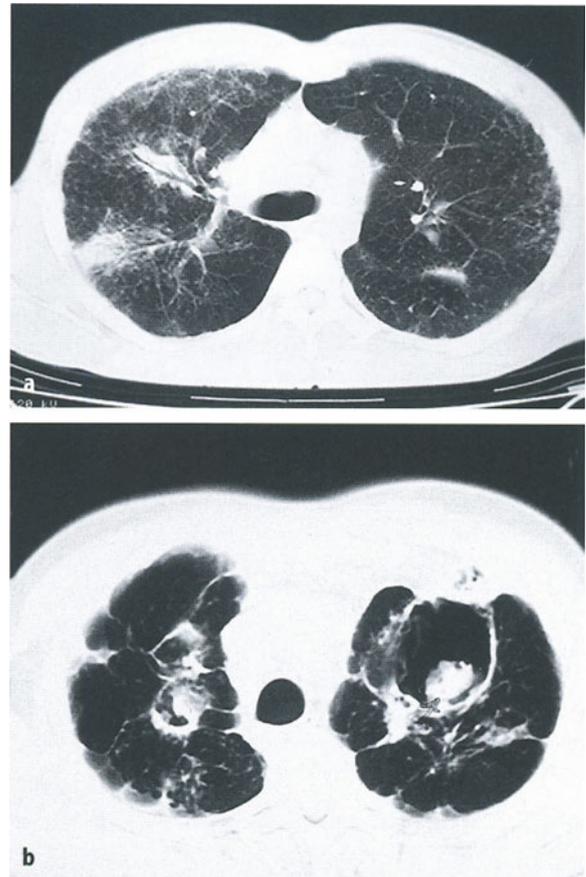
Thorax-CT bei Sarkoidose. a Multiple kleine Knötchen und 2 größere Konglomeratverdichtungen entlang bronchovaskulärer Strukturen. b Fibrös-zystische Lungensarkoidose mit multiplen Aspergillomen in Kavernen beider Oberlappen. Im weiteren Verlauf tödliche Lungenblutung
